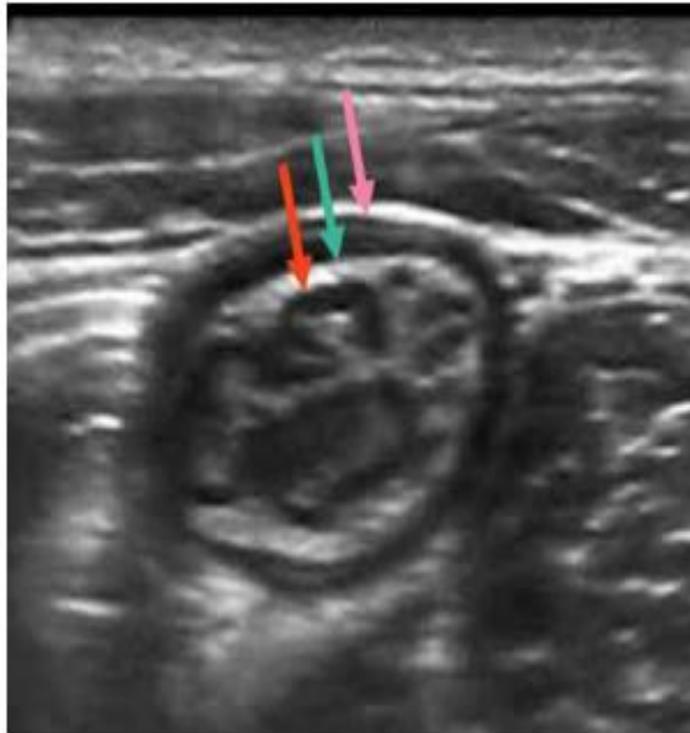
Ultrasonography of a normal small bowel loop in a transverse view. The different layers of the bowel wall can be distinguished, from inside out: lumen and superficial mucosal layer interface (echogenic, not pointed out), deep mucosa (hypoechoic, red arrow), submucosa (echogenic, turquoise arrow), muscularis propria (hypoechoic, pink arrow) and on the outside a thin layer of echogenic serosal surface (not pointed out because it is blended with the surrounding echogenic fat).
